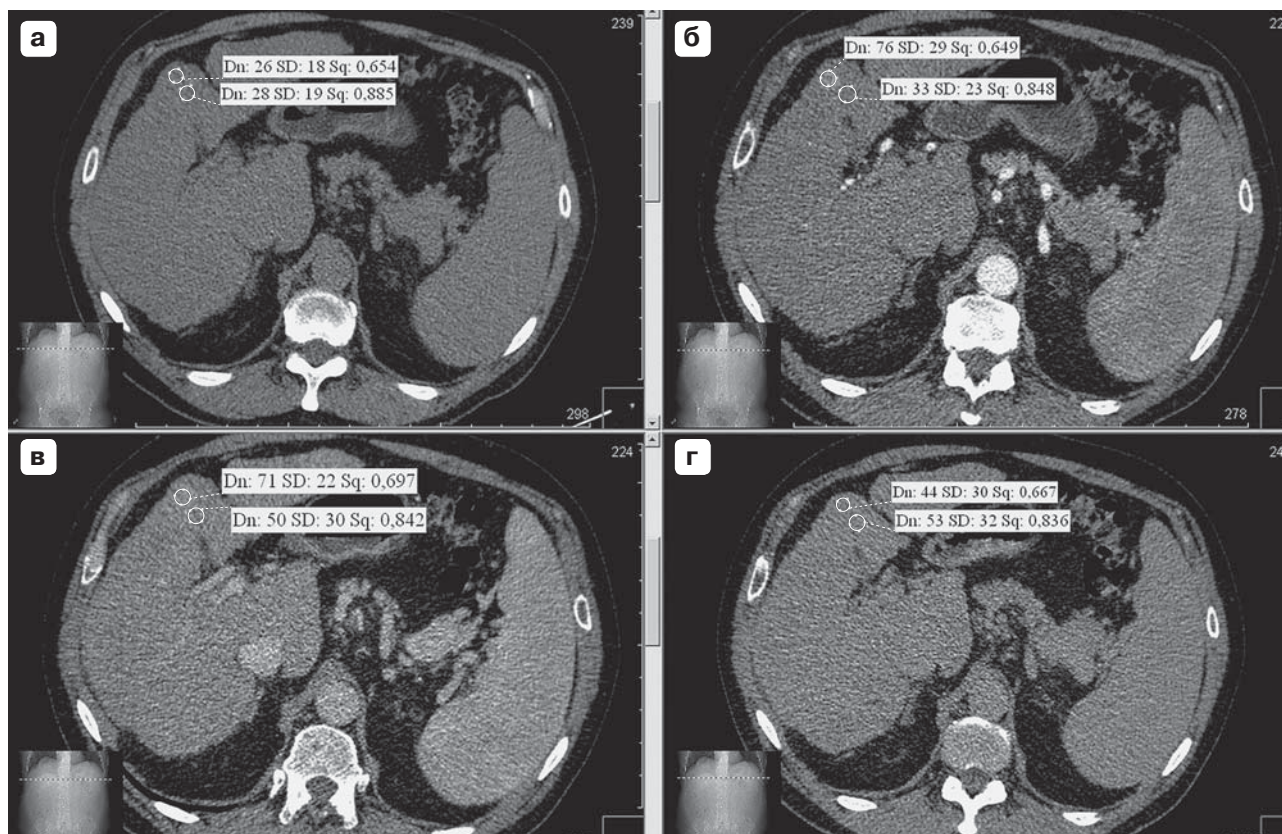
Гиперваскулярный метастаз гепатоцеллюлярного рака в правую долю печени. КТ-изображения. а – нативная фаза; б – артериальная фаза; в – венозная фаза; г – отсроченная фаза исследования. Стандартный протокол сканирования 120 кВ и реконструкции. Оценка визуализации образования – 2 (удовлетворительно).
